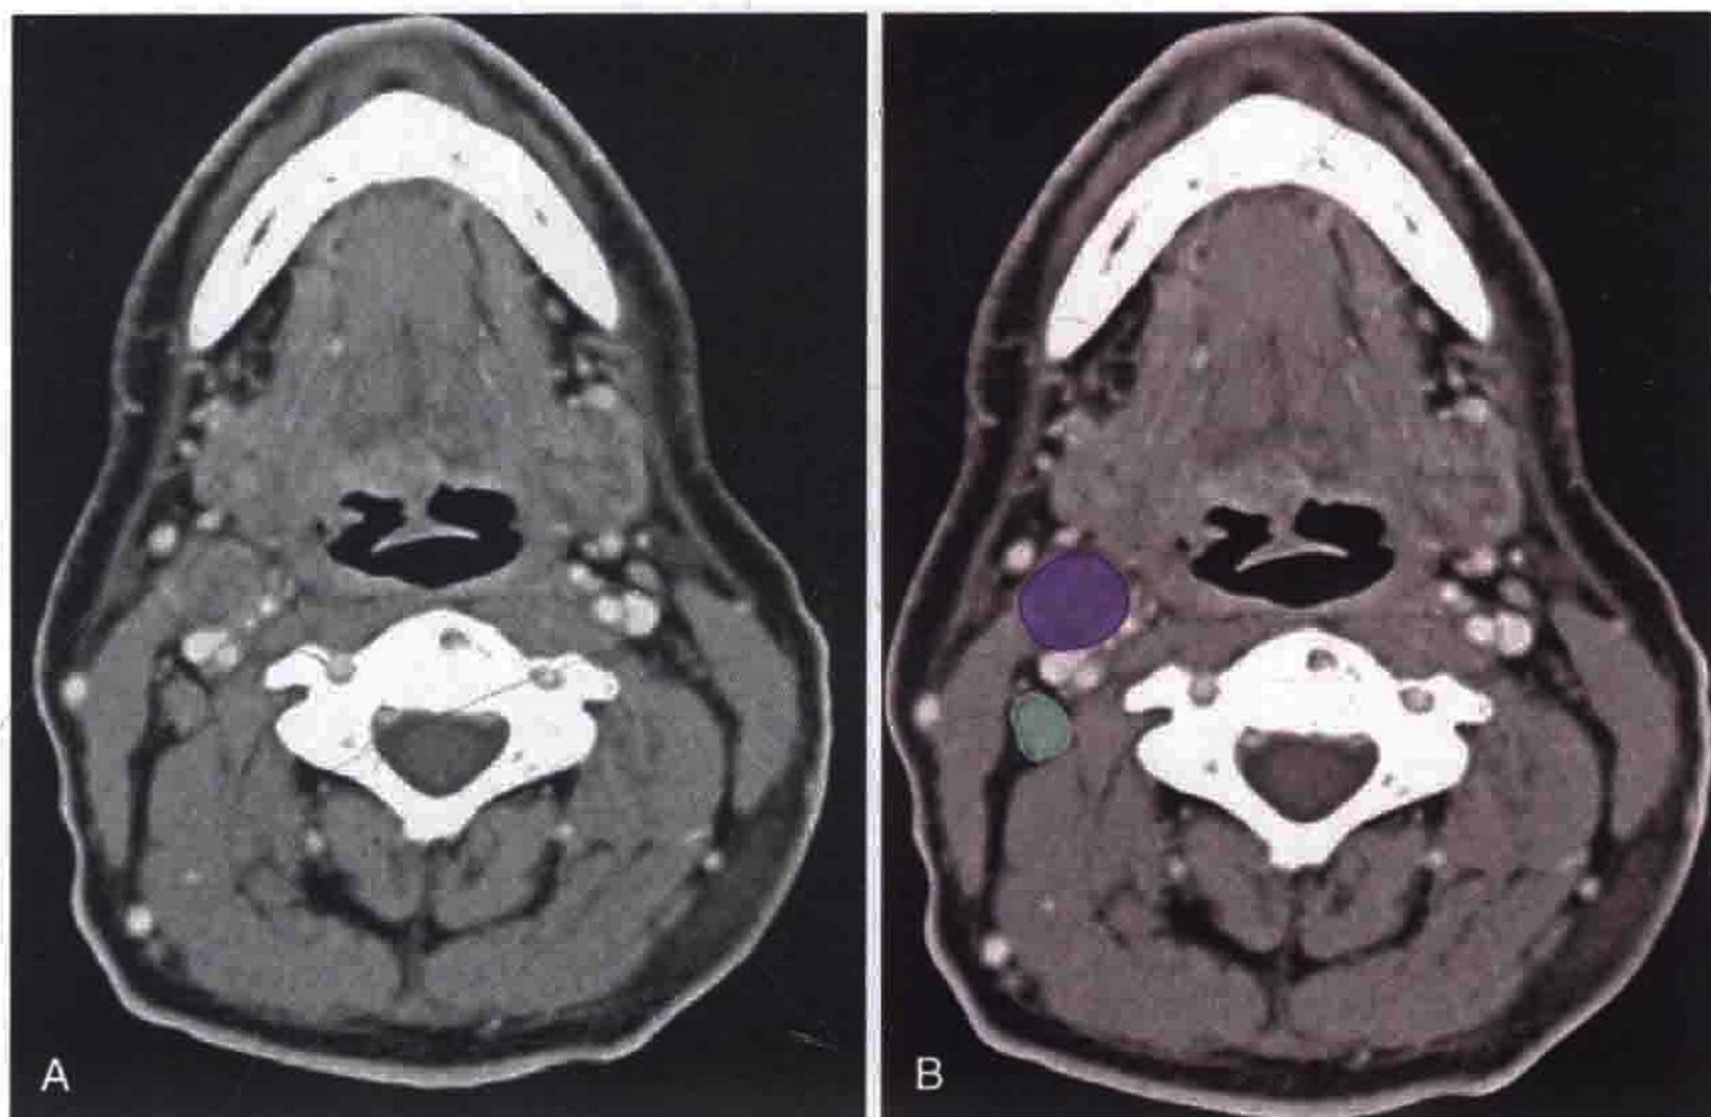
A. 横轴位 CT 增强扫描显示肿大的 II 区淋巴结。这些淋巴结又根据颈内静脉的后缘分为 II A 区和 II B 区。B. 淋巴结 II A 区和 II B 区被勾画出来
